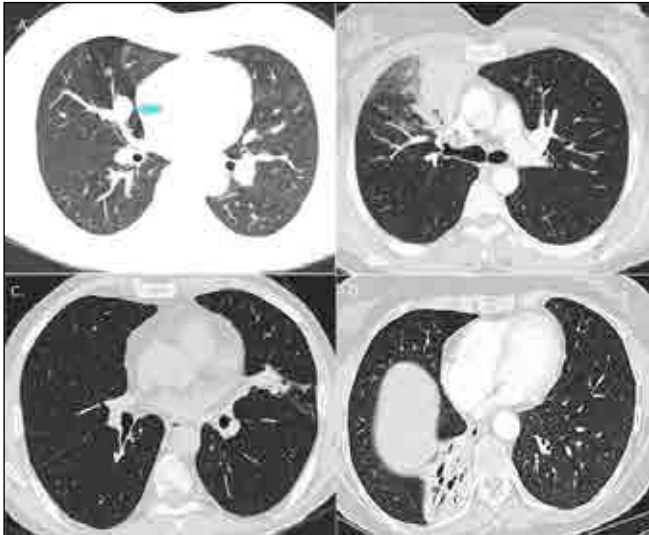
A: An axial chest CT scan shows a nodular lesion (arrow) in the middle lobe of the right lung and air-trapping distal to the lesion (asterisk). B-D: Axial CT scans demonstrate lobar (B, D) and segmental (C) atelectasis secondary to central tumors.
